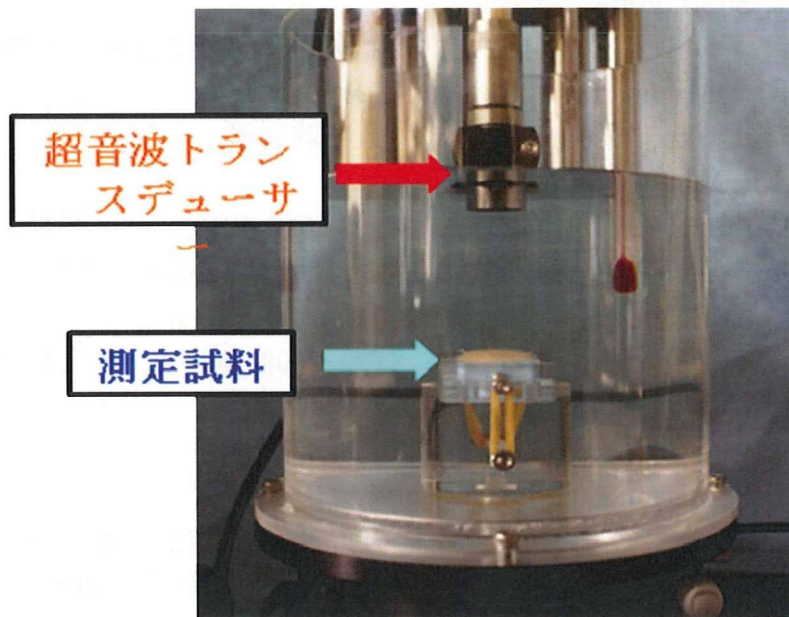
測定試料および超音波トランスデューサーの水槽内への設置
